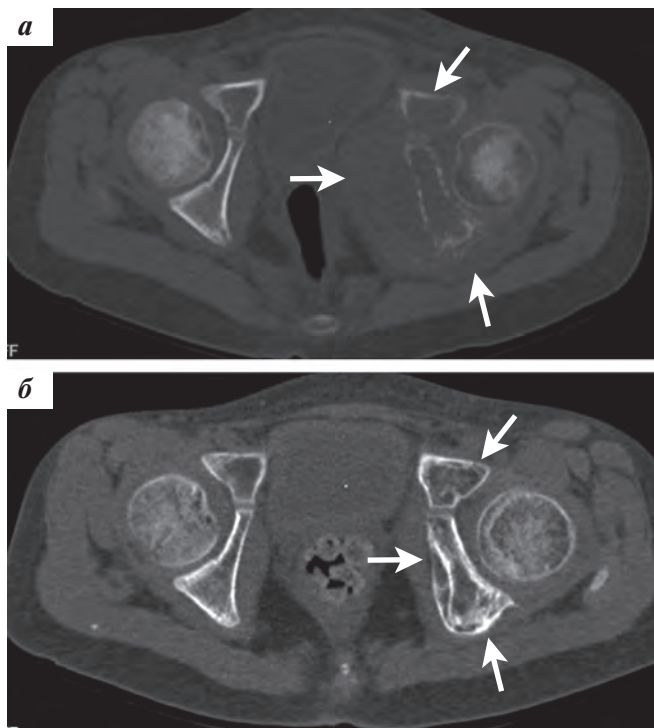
КТ костей таза: а — первичное исследование (09.11.2020), тела левой подвздошной, левой седалищной и левой лонной костей деструктивно изменены с наличием внутритазового внескостного компонента (указано стрелками); б — динамическое наблюдение в процессе лечения (10.09.2021), восстановление костной структуры тел левой подвздошной, левой седалищной и левой лонной костей (указано стрелками), внескостный компонент не определяется
